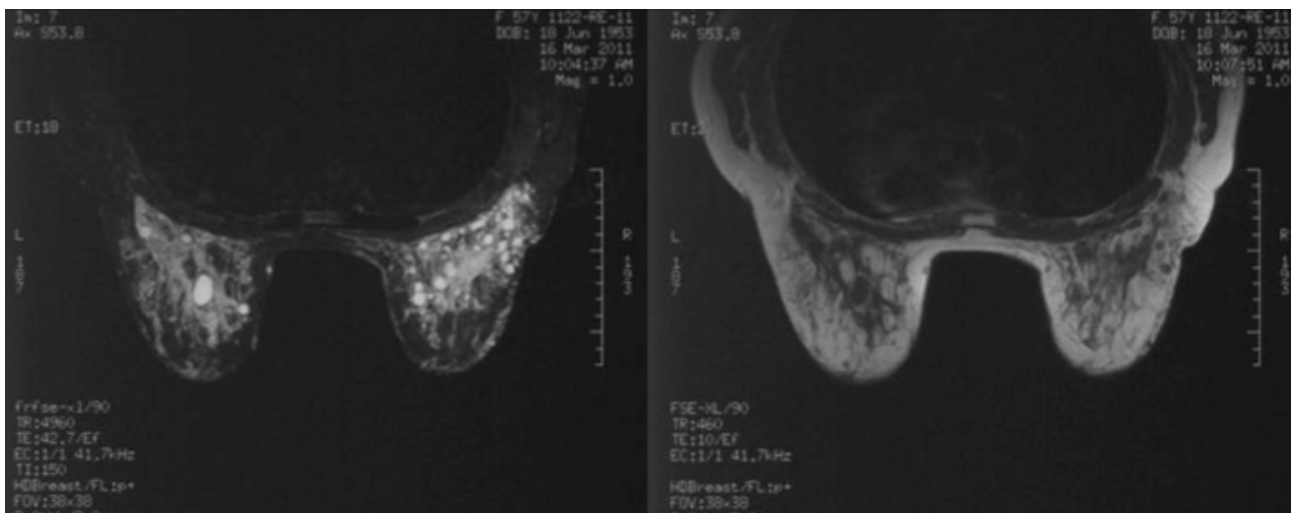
RM. Secuencias T2-STIR y T1. Imágenes nodulares múltiples y bilaterales, circunscritas, hiperintensas en T2 e hipointensas en T1.
